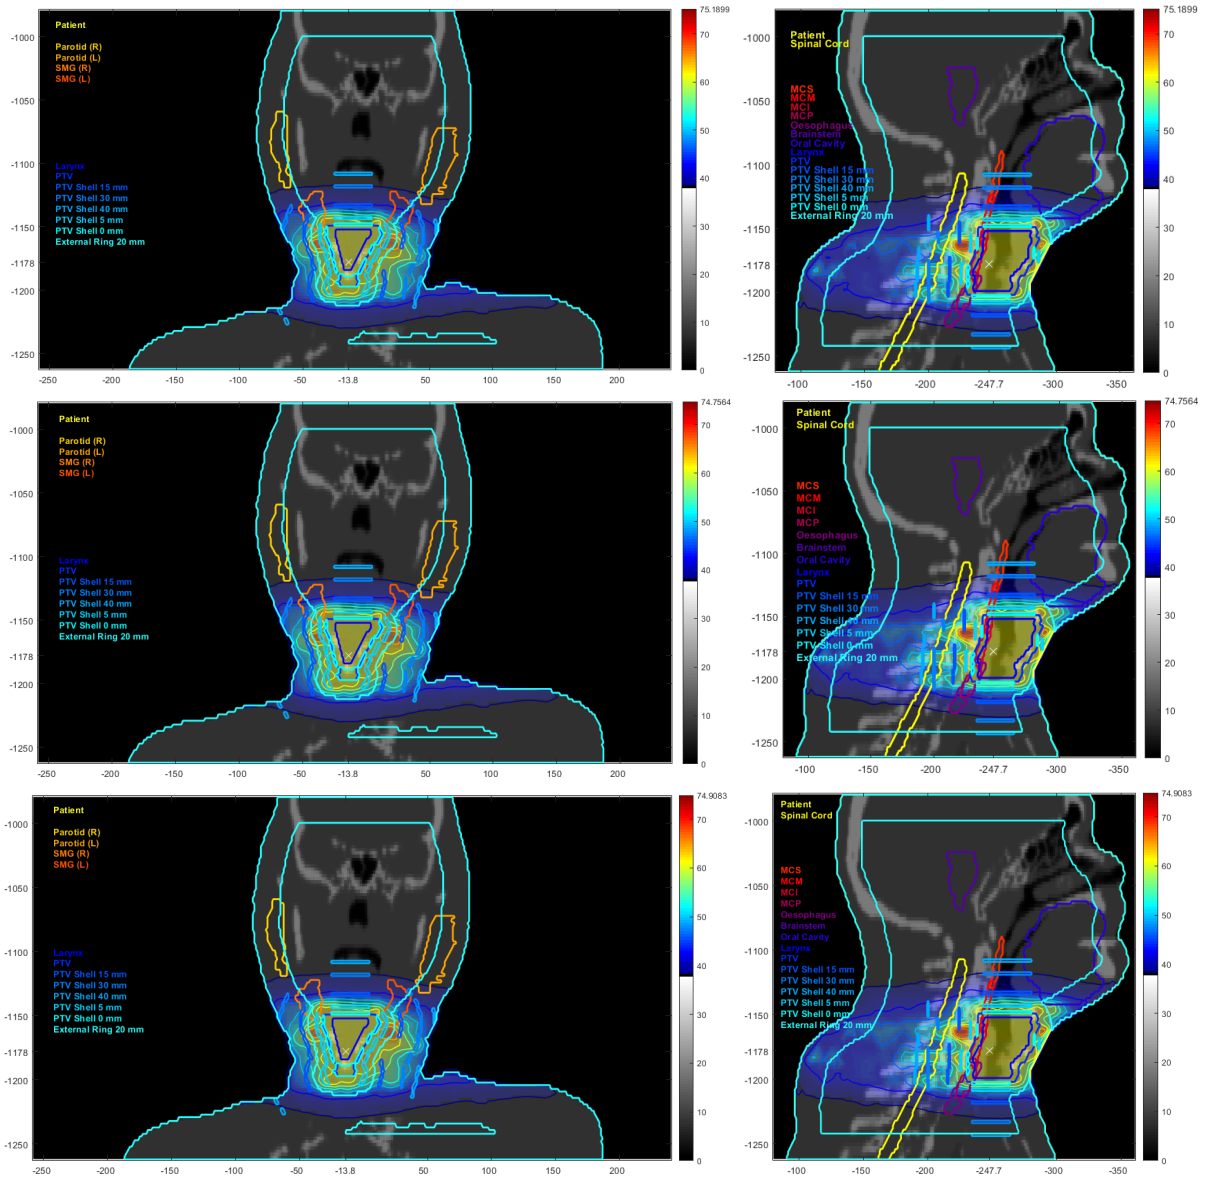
Visualização da deposição de dose no Paciente 1 por meio de TC em modo coronal e sagital com destaque para estruturas anatômicas e lavagem de dose, para $\alpha = 0,00$, $\alpha = 0,50$ e $\alpha = 1,00$.
